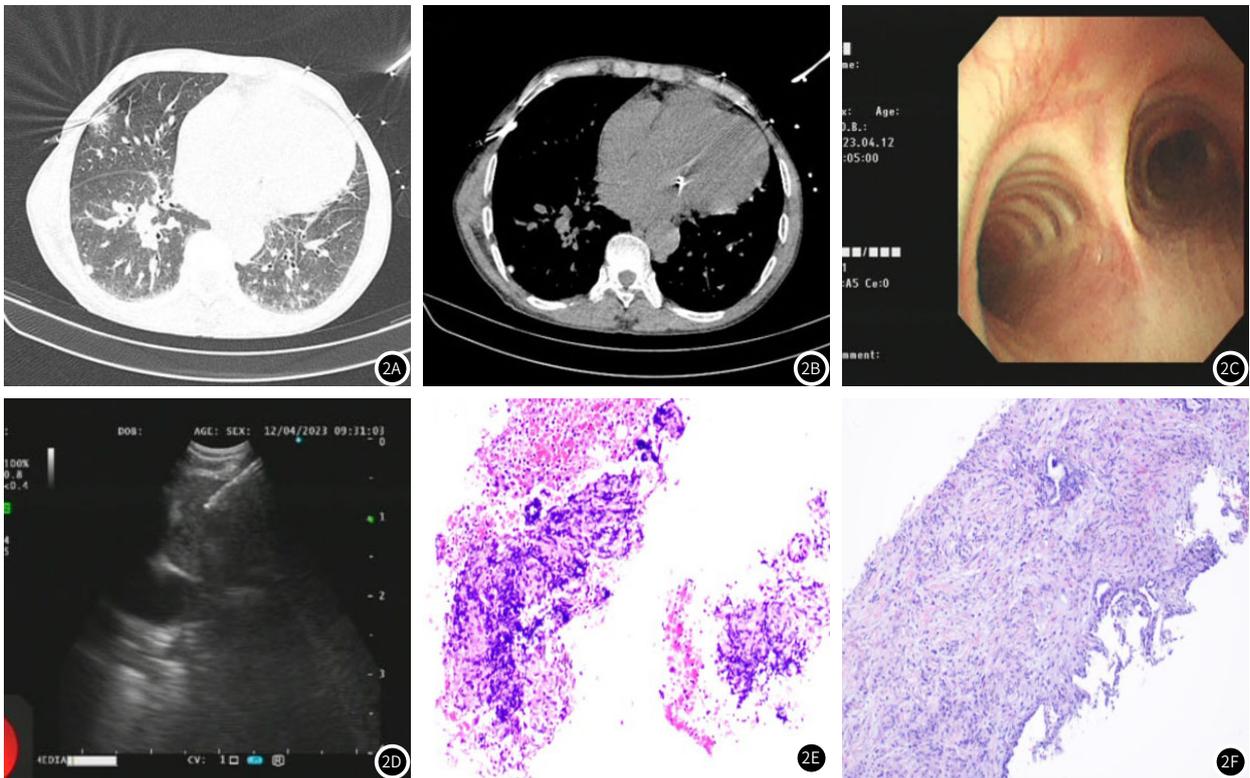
胸部CT: 1. 双肺多发结节影, 较大位于右肺中叶内侧段, 直径约1.0cm, 部分稍强化。2. 纵隔淋巴结增多增大。图2 图2A-图2B: CT引导下经皮肺穿刺活检: CT提示双肺多发结节影, 较大位于右肺中叶内侧段, 直径约1.0cm, 部分稍强化, 针对右肺中叶内侧段结节, 行CT引导下经皮肺穿刺活检。图2C-图2D: 超声支气管镜检查: 4R组淋巴结肿大, 不均匀回声, 血供丰富, 行超声支气管镜引导下4R组淋巴结穿刺活检; 11R组淋巴结肿大, 不均匀回声, 血供丰富, 经超声支气管镜引导下11R组淋巴结穿刺活检。图2E: 4R+11R组淋巴结穿刺组织, 为血块组织及少量淋巴组织、纤维组织, 可见碳末沉积 (HE染色, x200)。图2F: 右肺中叶内侧段结节穿刺组织, 肺组织慢性炎症伴纤维组织增生, 并见碳末沉积 (HE染色, x200)。
